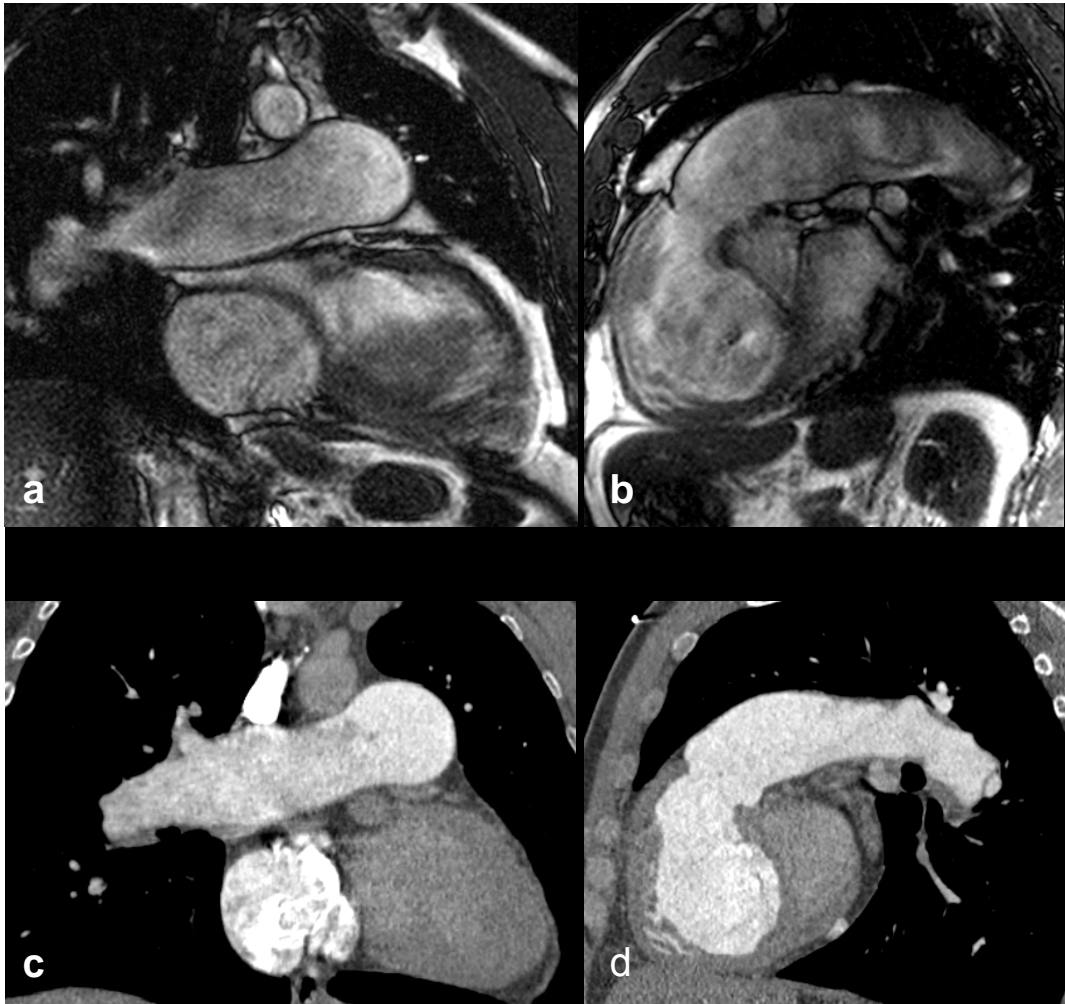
GCGJ, Masculino de 51 años, con disnea progresiva y dolor torácico, el cual se dio como falso positivo por RM y negativo por angio TC. Las imágenes superiores (a y b) muestran cortes sagitales de RM con secuencia TRUE FISP; las imágenes inferiores (c y d) son de angio TC. En ninguna se observa defecto de llenado evidente.
